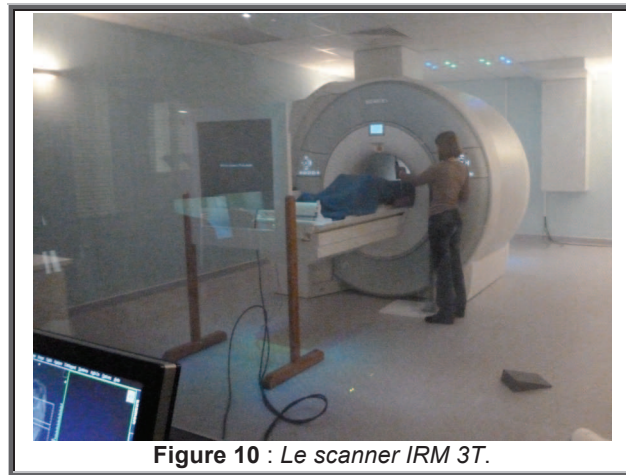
Le scanner IRM 3T.
